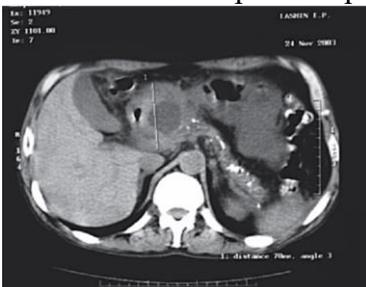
КТ брюшной полости того же больного
